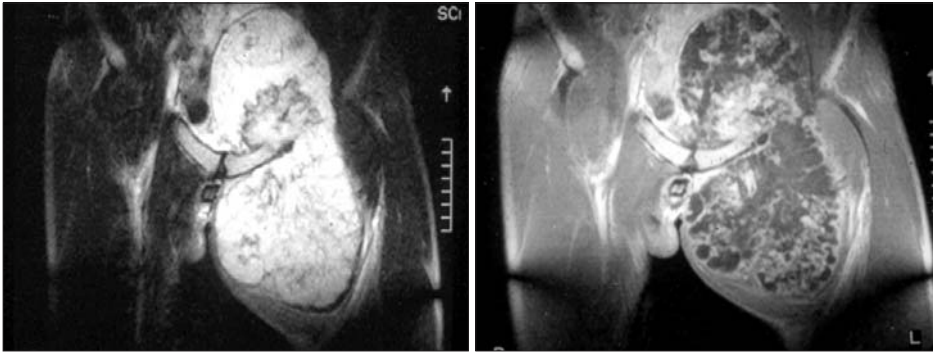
MRI shows a large inhomogeneous, irregularly margined mass with maximum 4 cm-thick cartilage cap of decreased T1 and increased T2 signal intensities.
